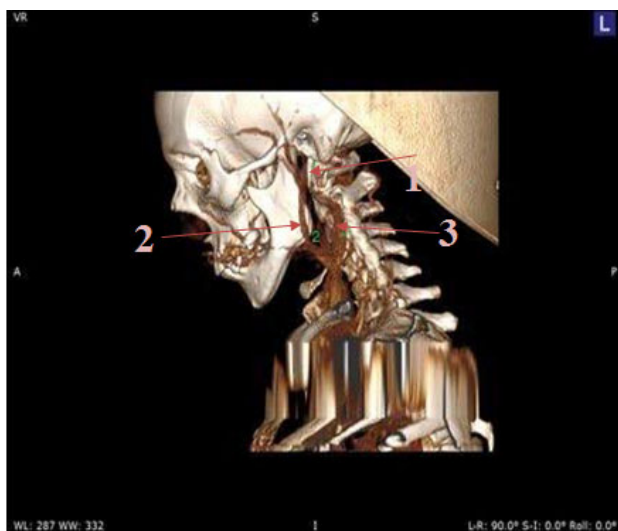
КТ шилоподібних відростків (1 – шилоподібний відросток, 2 – внутрішня сонна артерія, 3 – внутрішня яремна вена)
